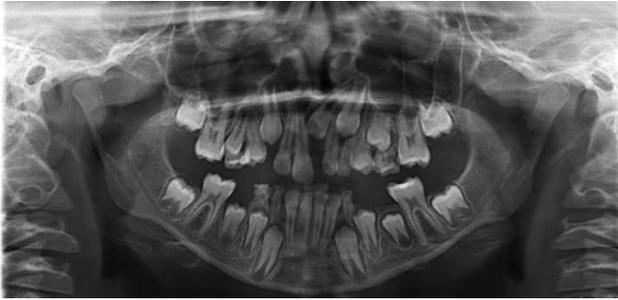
Ортопантомограмма пациента Г. до начала ортодонтического лечения
